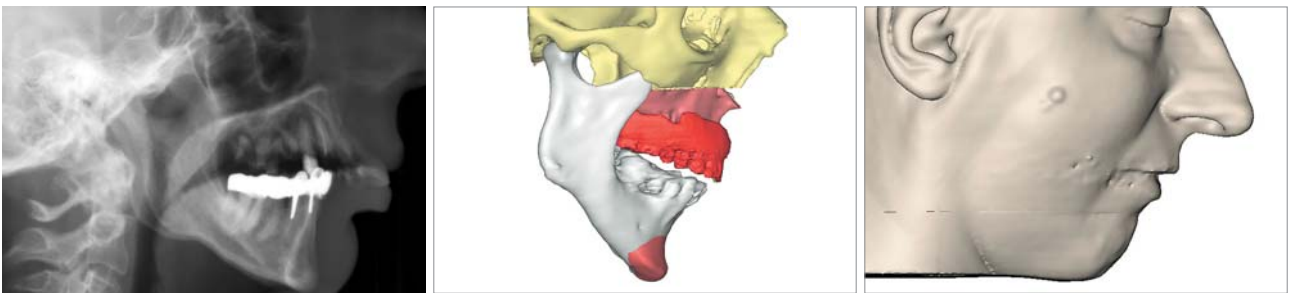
Fernröntgenseitenansicht (FRS); Ausgangsbefund. – Abb. 6a/b: CT-gestützte Planung der LeFort-I-Osteotomie, des palatinalen Splits und der Volumetrie des Kinns mithilfe der CMF®-Software (SimPlant Pro 10.01, Belgien). Weichgewebsprofil nach virtuell durchgeführter Operation.
